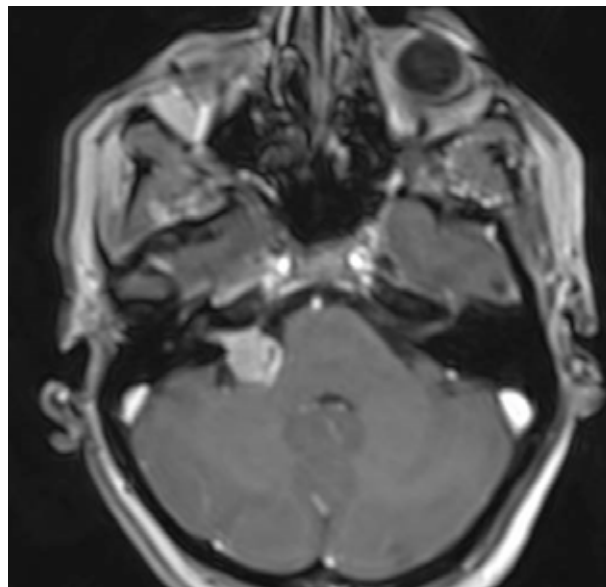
Mismo corte de RMN pero con contraste ponderada en T2.
